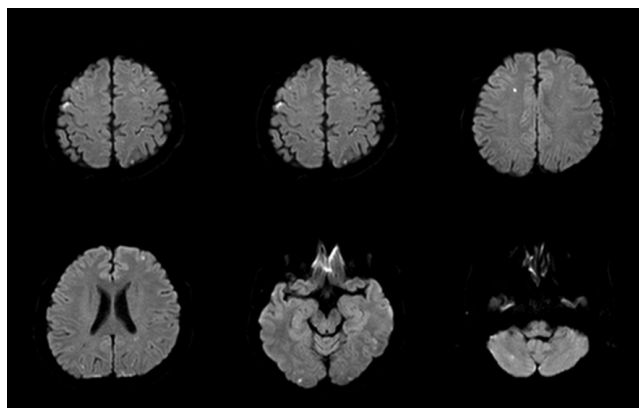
Diffusion-weighted magnetic resonance imaging showing multiple high-signal intensities in both cerebral and cerebellar hemispheres.
